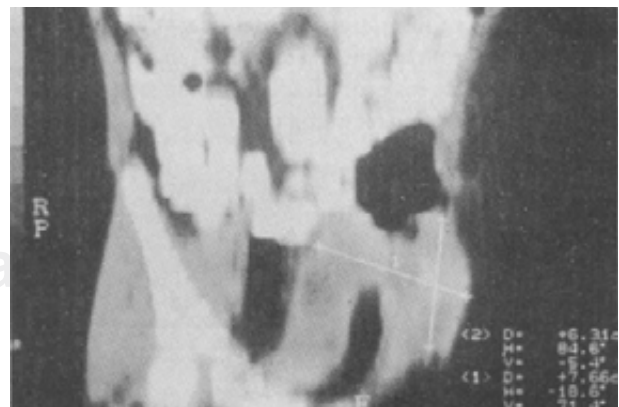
Tomografía axial computarizada del abdomen en corte coronal ligeramente oblicuo mostrando la presencia de masa abdominal central, a la izquierda se observa otra masa que corresponde a tejido inflamatorio.
